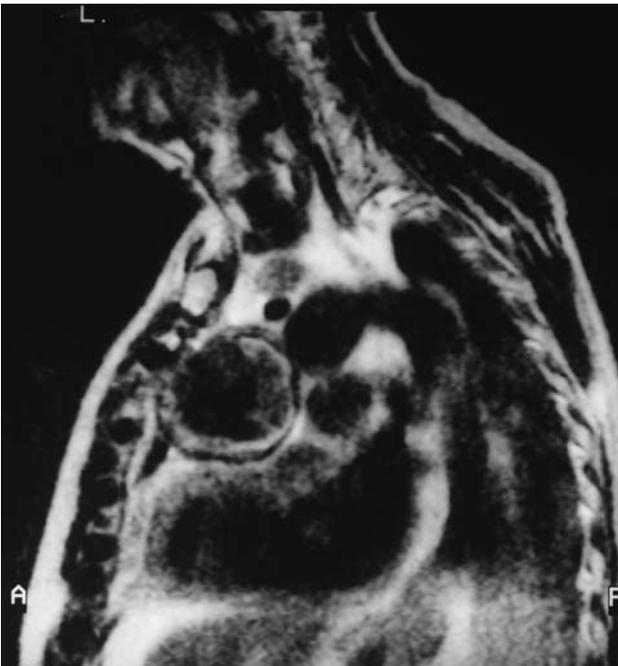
Resonancia magnética nuclear en vista sagital T1. Se observa una gran imagen redondeada junto a la aorta ascendente que está en contacto con el esternón, compuesta de material trombótico y líquido sanguíneo compatible con pseudoaneurisma aórtico.
